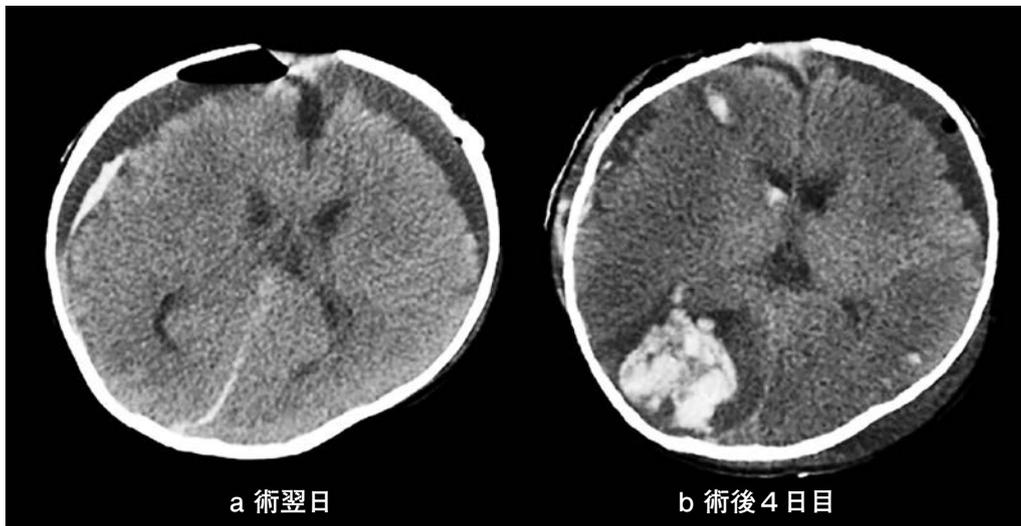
頭部単純CT(症例1;術翌日と術後4日目)
